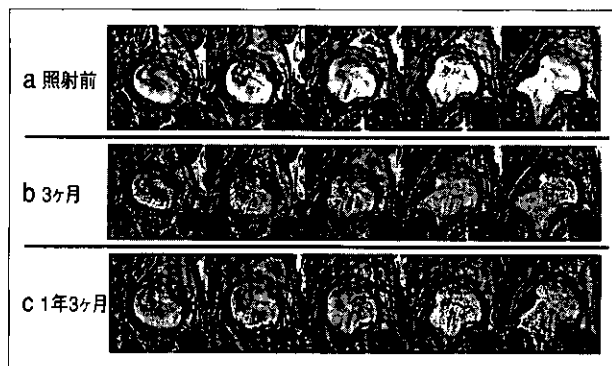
症例2、MRI、T1強調画像、冠状断。5-a; 照射前、5-b; 照射後6ヶ月、5-c; 照射後1年3ヶ月
